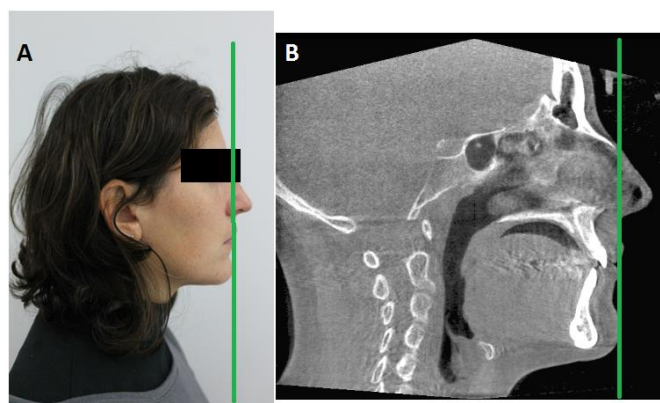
58 Representação do Plano Sub-nasal Vertical sobre: a fotografia de perfil (A) e a telerradiografia craniofacial (B) do paciente.
